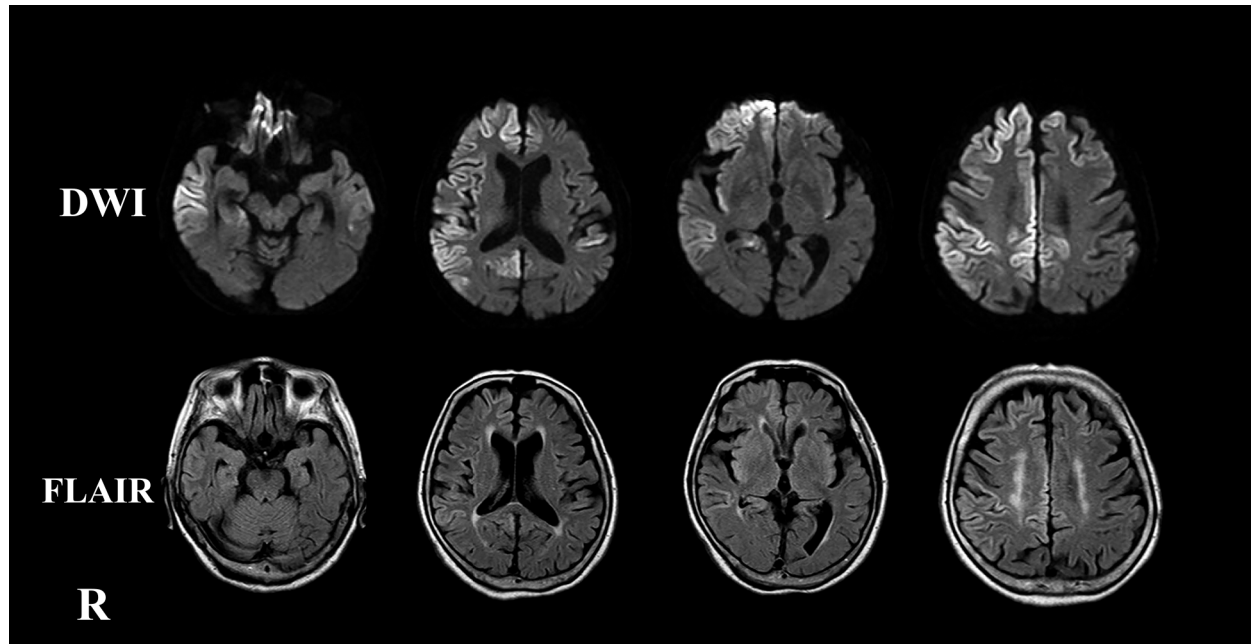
Axial views of brain MRI-DWI and FLAIR.
